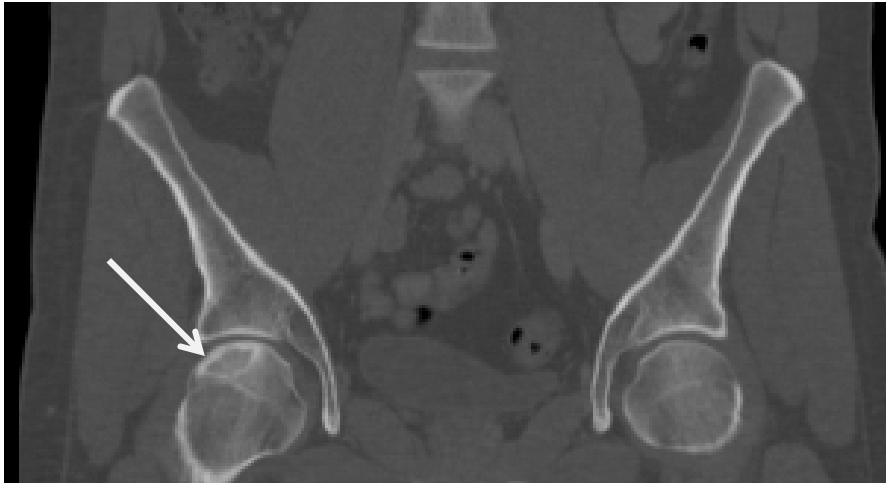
Abgeheilte Hüftkopfnekrose rechte Hüfte (links im Bild, Pfeil) im Computertomogramm. Normalbefund linke Hüfte (zur Verfügung gestellt von Prof. Dr. K. Bohndorf, Wien). Links im Bild sieht man im Hüftkopf an der oberen Begrenzung eine ovale Struktur (mit dem Pfeil markiert), welche der Nekrose entspricht. Auch wenn diese Nekrose als abgeheilt gilt, bleibt die Veränderung erhalten und wird auch bei späteren Aufnahmen im Röntgen, MRT oder CT sichtbar sein.
